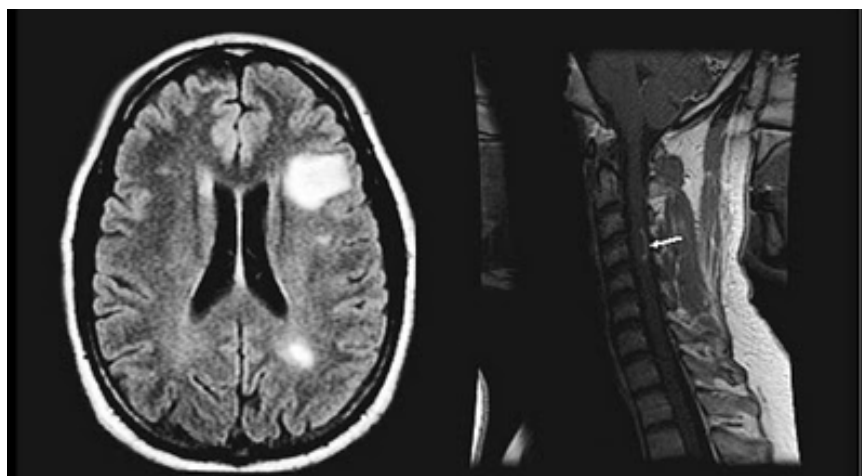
IRM de patients
